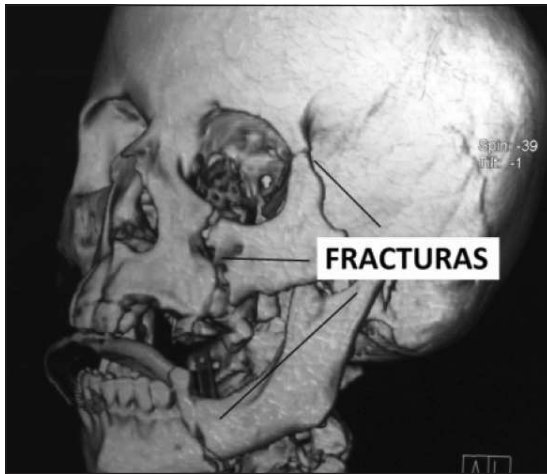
En esta tomografía con reconstrucción ósea se señalan las tres fracturas a reparar en la cirugía.
